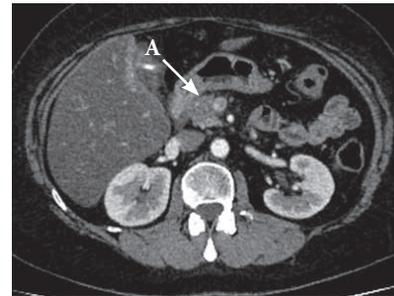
МСКТ по завершении 11 курсов ПХТ (7 февраля 2020 г.). А – верхняя брыжеечная вена контактирует с новообразованием на площадке 16 × 10 мм, охват окружности 90°
